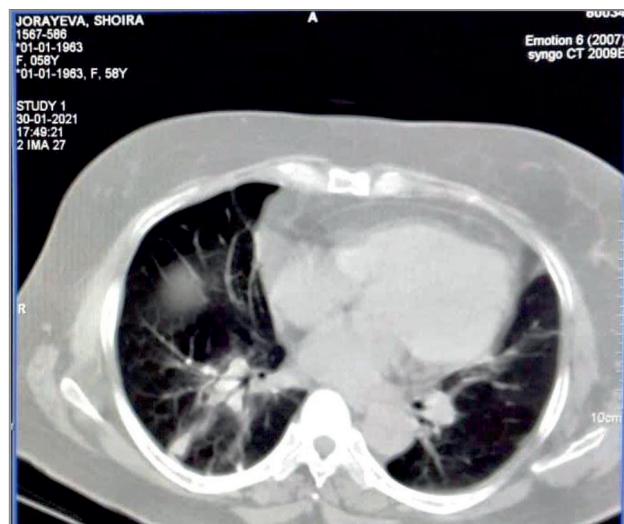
МСКТ пациентки 58 лет. Аксиальная проекция. Правосторонняя нижнедолевая пневмония
